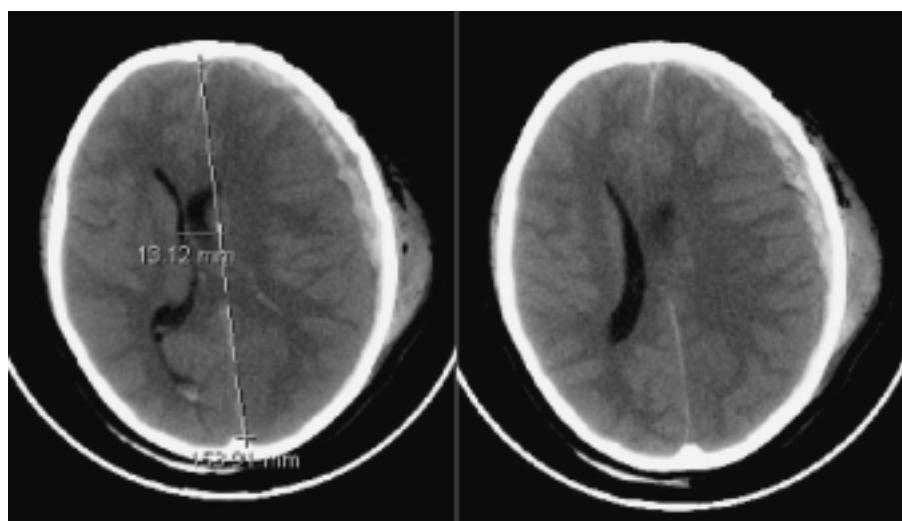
Escolar de seis años que participó en un accidente automovilístico. Glasgow: 3. La TC muestra traumatismo craneoencefálico severo con lesión axonal difusa tipo IV. Hematoma subdural agudo 10 cc, desplazamiento línea media 13 mm, borramiento de surcos y cisuras.
